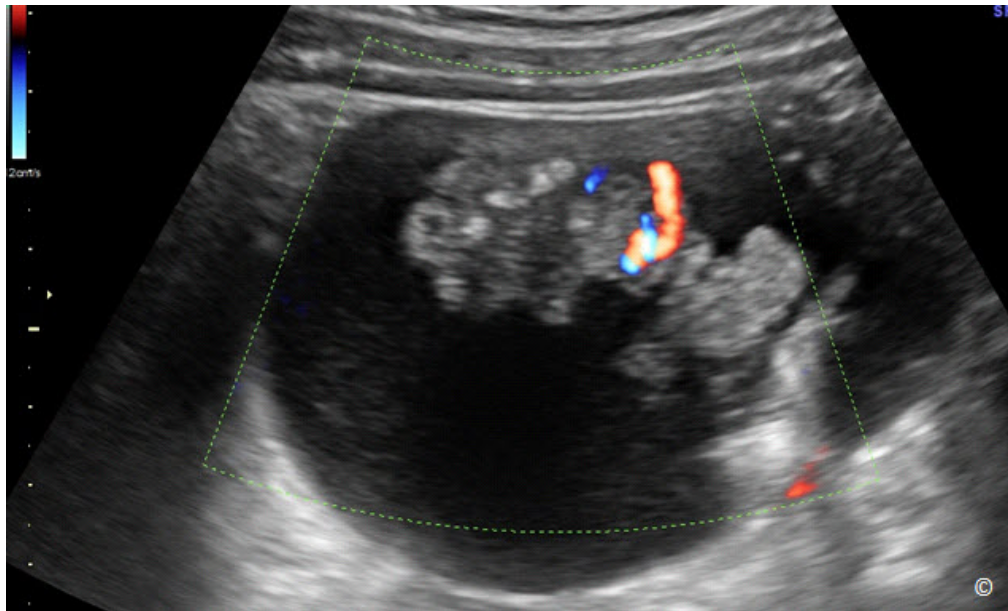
Ultrasonido transvaginal con Doppler en color de un teratoma inmaduro con elementos neuronales. Obsérvese la presencia de proyecciones papilares con vascularización observada en el Doppler en color.
